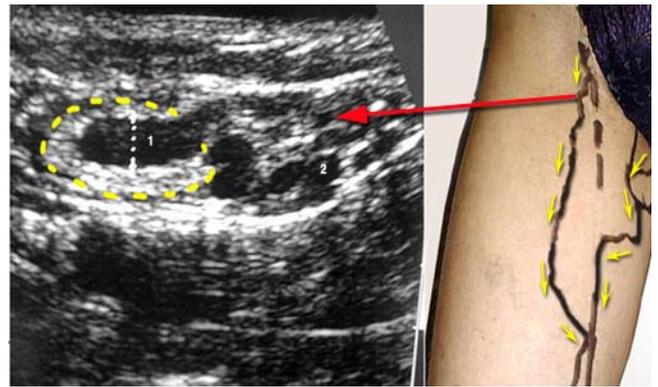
Résumé veineux dystrophique de la lame lymphoganglionnaire inguinale. Marquage cutané montrant un reflux par le réseau périmérial et la lame ganglionnaire inguinale avec en échographie la veine traversant le ganglion lymphatique de l'aine.
